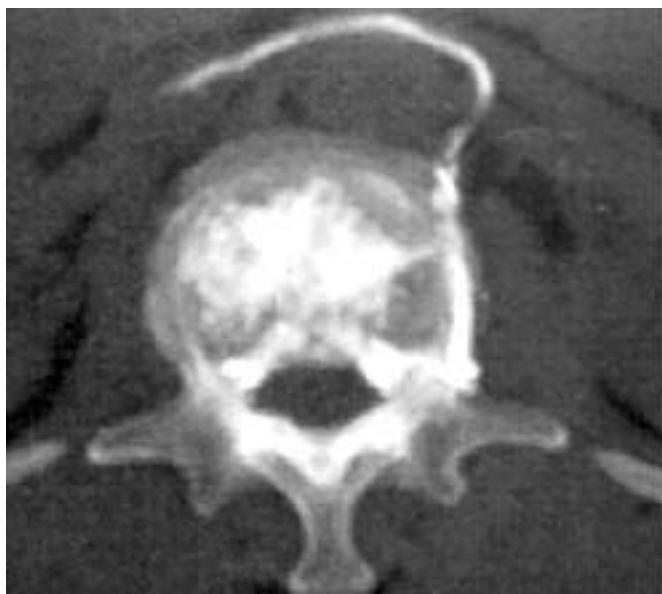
Комп'ютерна томографія. Розповсюдження кісткового цементу в паравертебральні вени.
